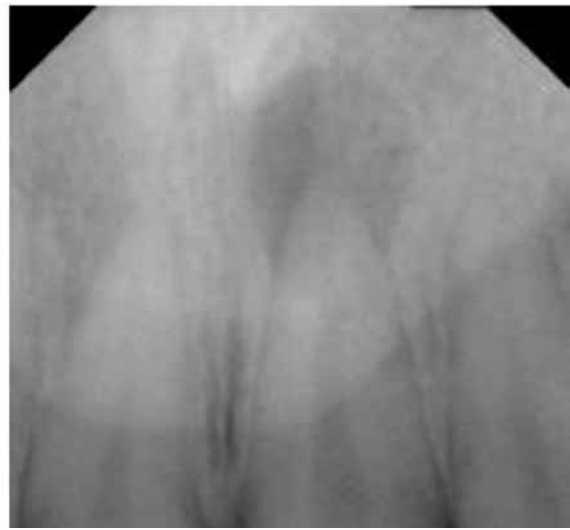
Diagnóstico en radiología (lima rota dentro del conducto izquierda y proceso periapical derecha).
